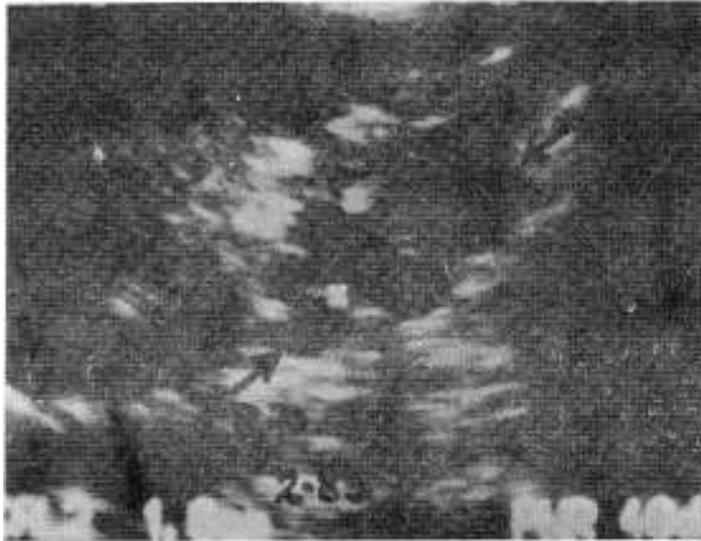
Ultrasonografía neonatal que muestra una imagen anecogénica polilobulada. Los diagnósticos más probables son hidronefrosis y displasia renal multiquística, pero otros estudios son necesarios para diferenciarlas.
